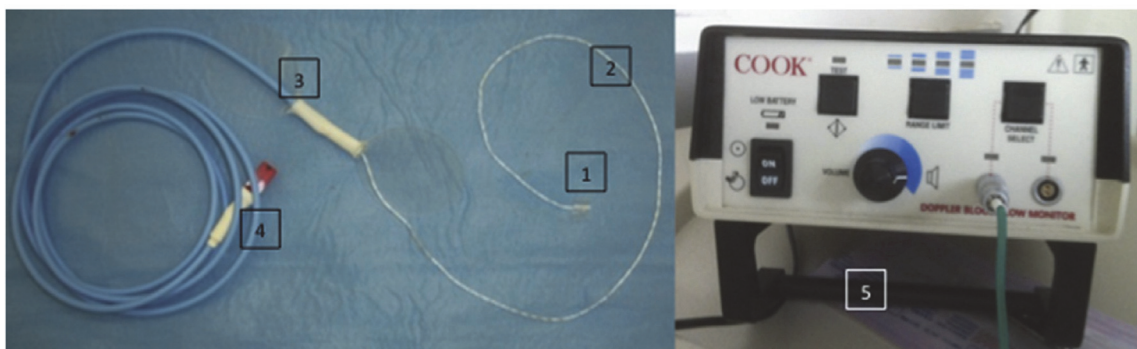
Doppler implantable Cook-Swartz®. 1 : collier en silicone contenant le capteur. 2 : câble doppler. 3 : support de fixation cutanée. 4 : prise de branchement à relier au câble d'extension branché sur le moniteur doppler. 5 : moniteur doppler
